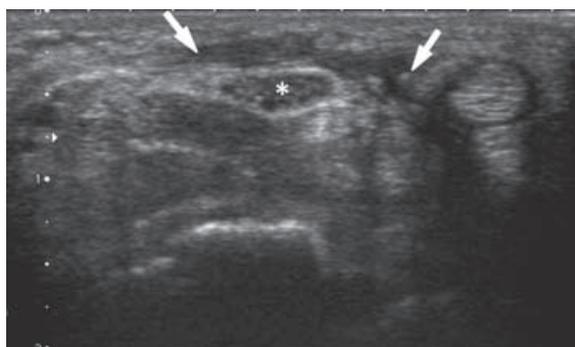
Coupe axiale échographique.
